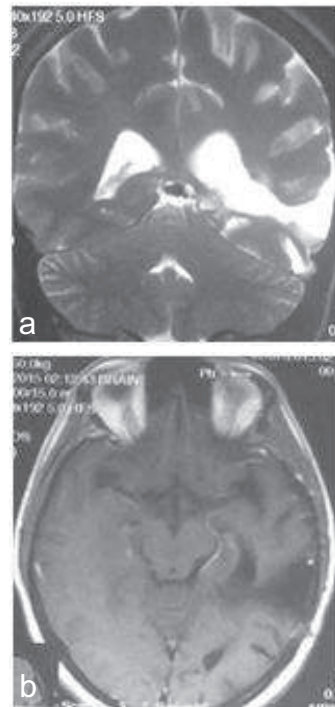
IRM cérébrale en coupe coronale en pondération T2 (a) et axiale en pondération T1 (b) du 1^{er} cas objectivant une exérèse totale à travers un abord trans-temporal moyen gauche.
